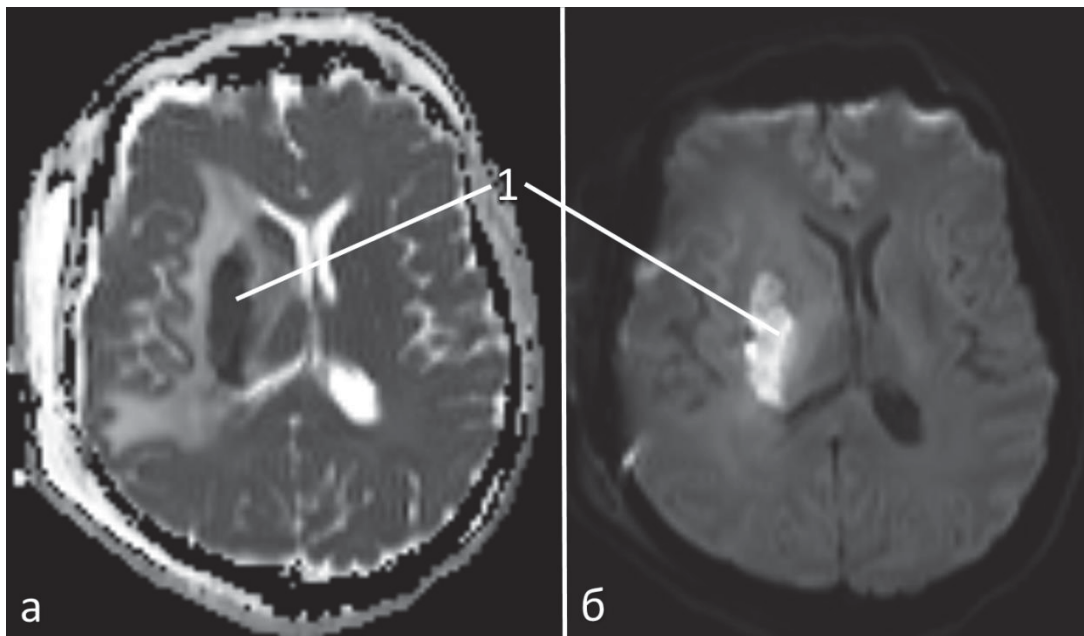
МРТ головного мозга пациентки с ишемией (1) в проекции лучистого венца после удаления глиобластомы (grade 4) правых височной и островковой долей, диффузно-взвешенные изображения (ДВИ): а – ДВИ b-фактор 0; б – ДВИ b-фактор 1000
